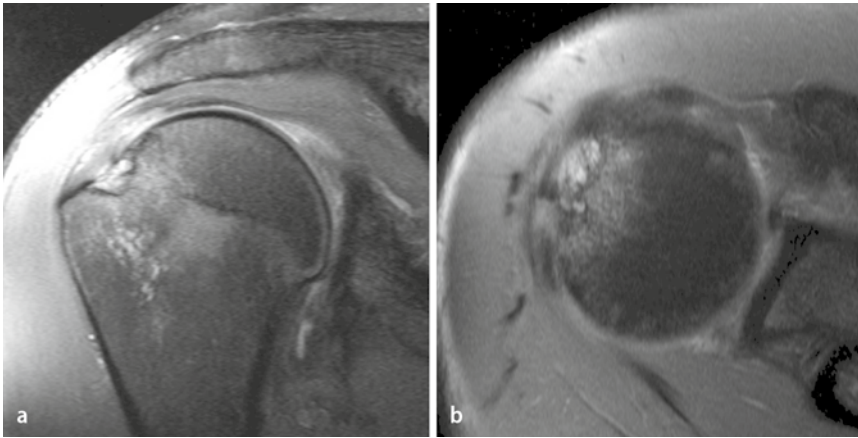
▲ MRT einer Werferschulter mit osteochondralem Defekt des superolateralen Humeruskopfs in der Frontal- (a) und Transversalebene (b)
